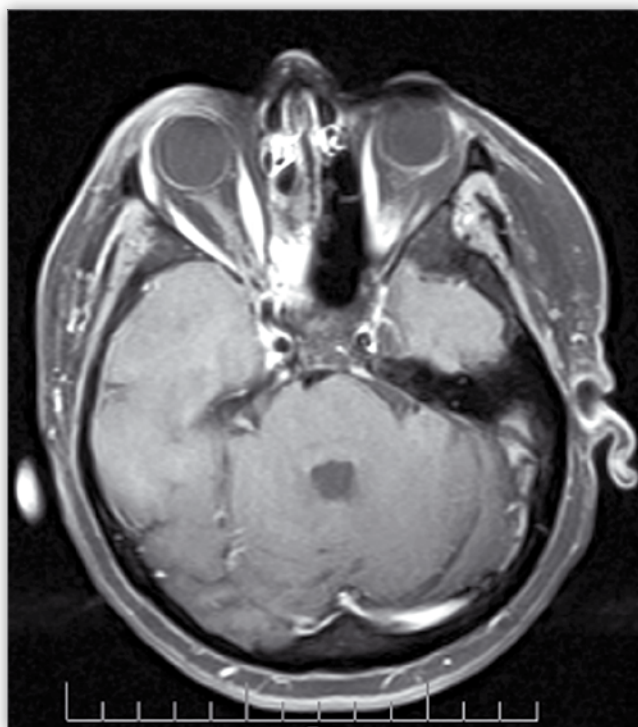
Rezonans magnetyczny głowy: guz okolicy zatoki klinowej wchodzący do szczytu oczodołu i uciskający nerw wzrokowy w jego kanale.
